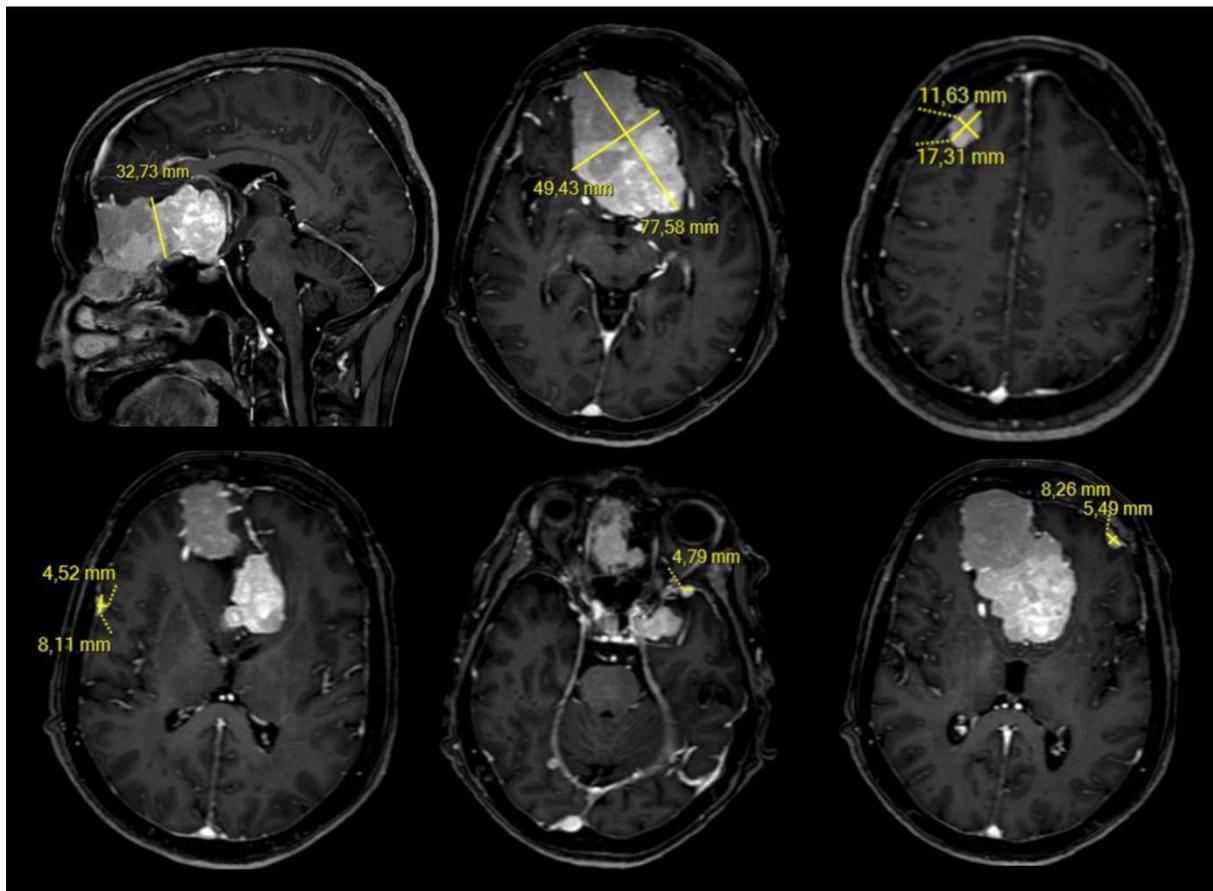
IRM d'un patient exposé à l'acétate de cyprotérone présentant de multiples méningiomes
